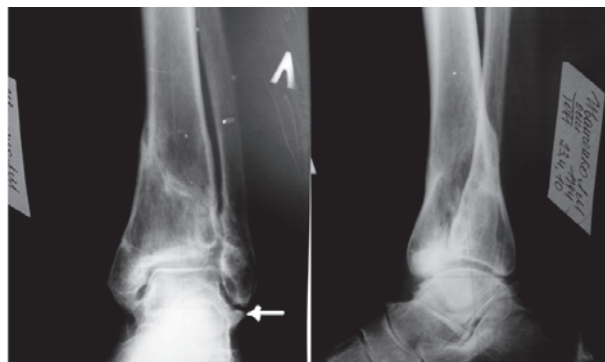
Фотоотпечатки рентгенограмм больной И., 64 года через 2 года после снятия гипсовой повязки после перелома типа pilon
